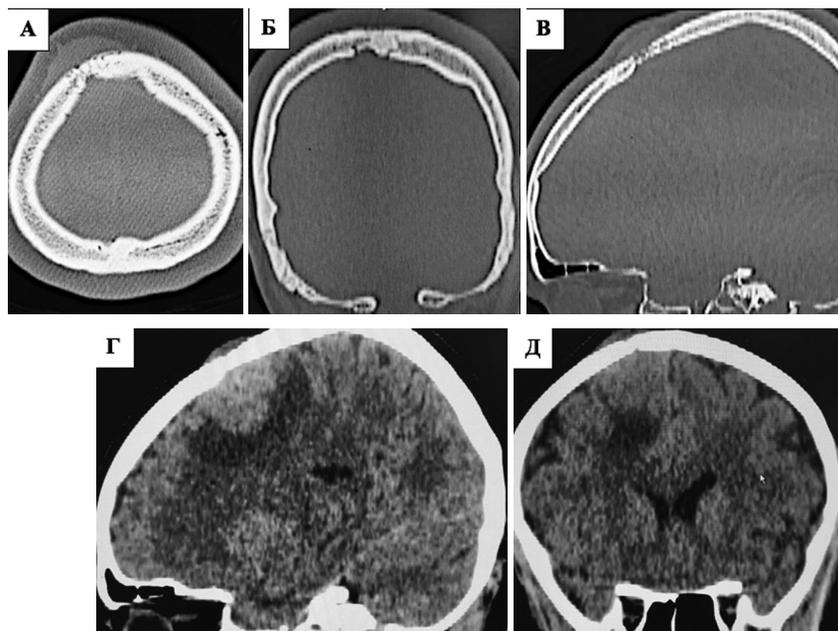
КТ головного мозга. Деструкция кости: А) аксиальная проекция, Б) коронарная проекция, В) сагиттальная проекция. Образование правой лобной доли с перифокальным отёком вещества головного мозга: Г) сагиттальная проекция; Д) коронарная проекция.
